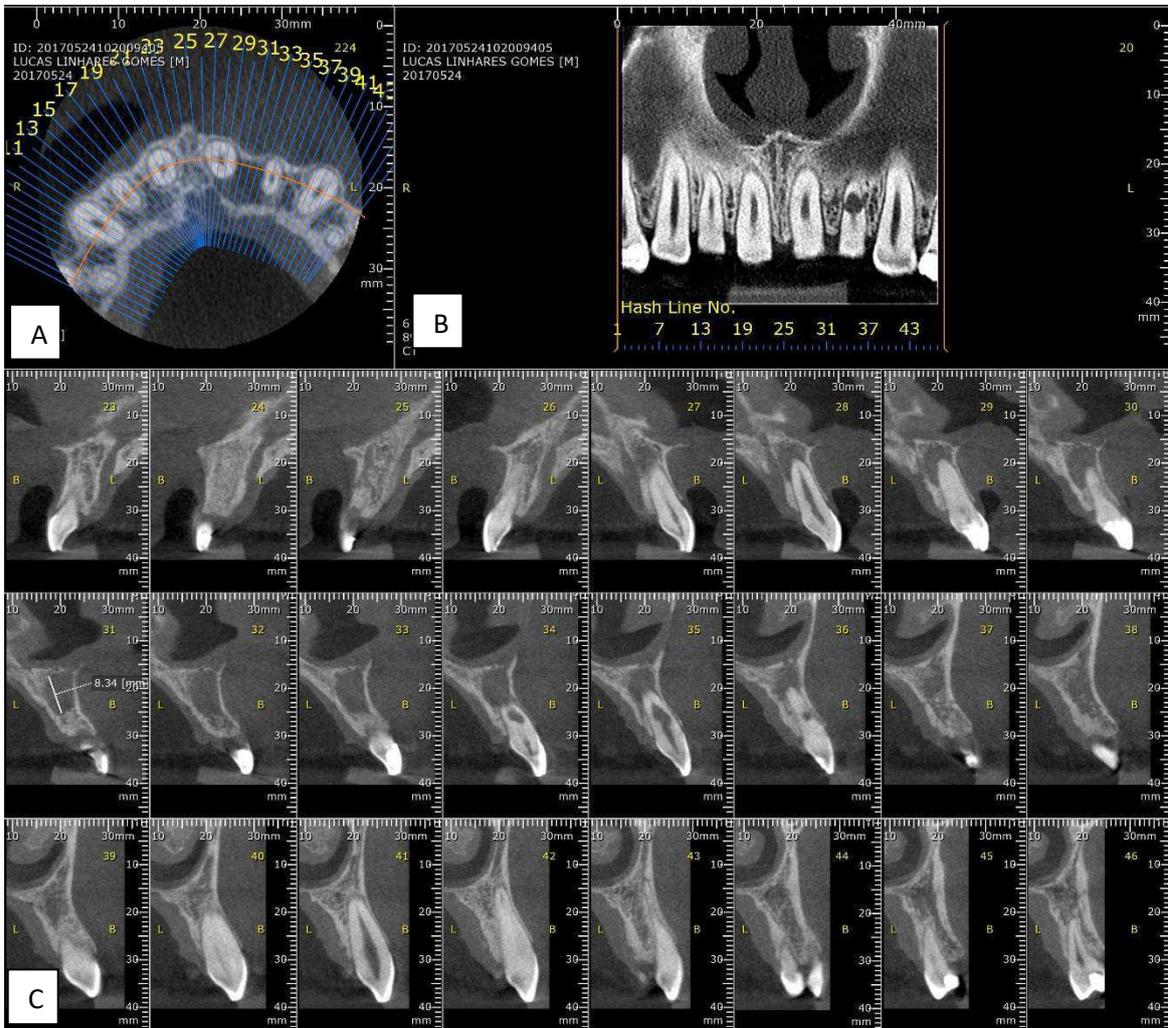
Tomografia Computadorizada de Feixe Cônico de diagnóstico da região solicitada. A - Imagem em corte transversal. B - Imagem em corte coronal. C - Imagem em corte sagital.
